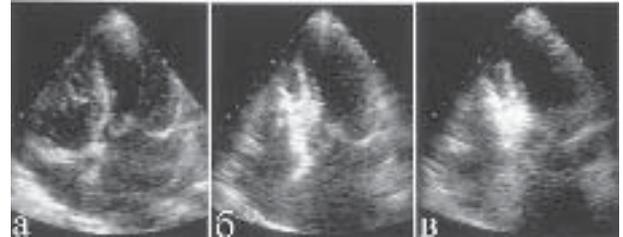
Эхокардиографическое исследование: а - исходно, б - при введении контрастного вещества, в - при введении спирта.
